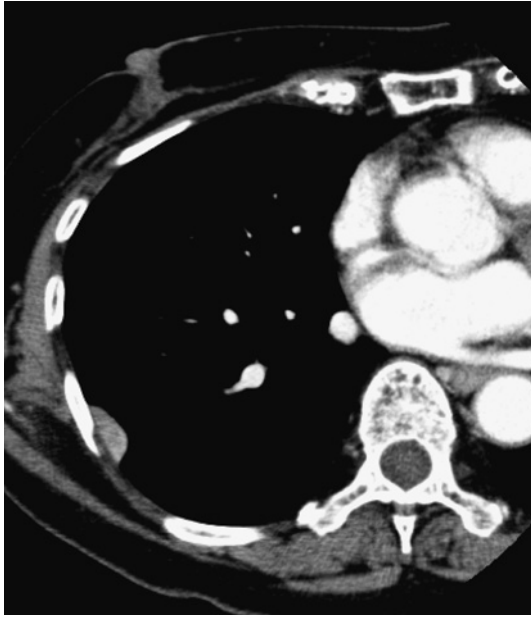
Chest CT showing a localized pleural tumor in the right thoracic cavity as an extrapleural sign.
